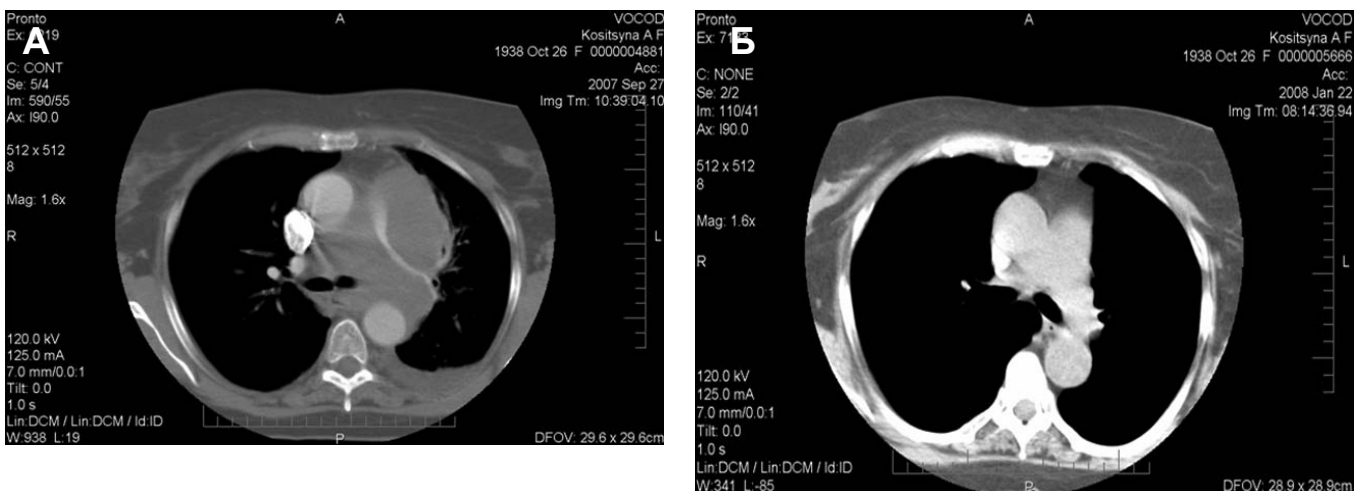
Компьютерные томограммы:
